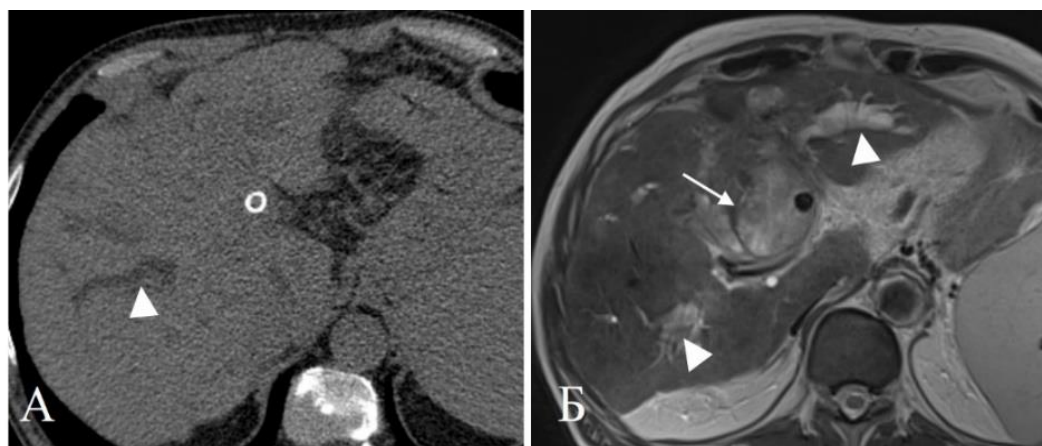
Пациент 74 лет с поражением печени при раке восходящей ободочной кишки. Нативная КТ (А) через 2 суток после ТЛЛНМ показывает локальное расширение желчных протоков (треугольная стрелка). МРТ в режиме Т2ВИ (Б) через 14 дней после ТЛЛНМ демонстрирует прогрессирующее расширение желчных протоков в нескольких сегментах (треугольные стрелки) и внутрипеченочное жидкостное скопление с неоднородным содержимым (стрелка)
